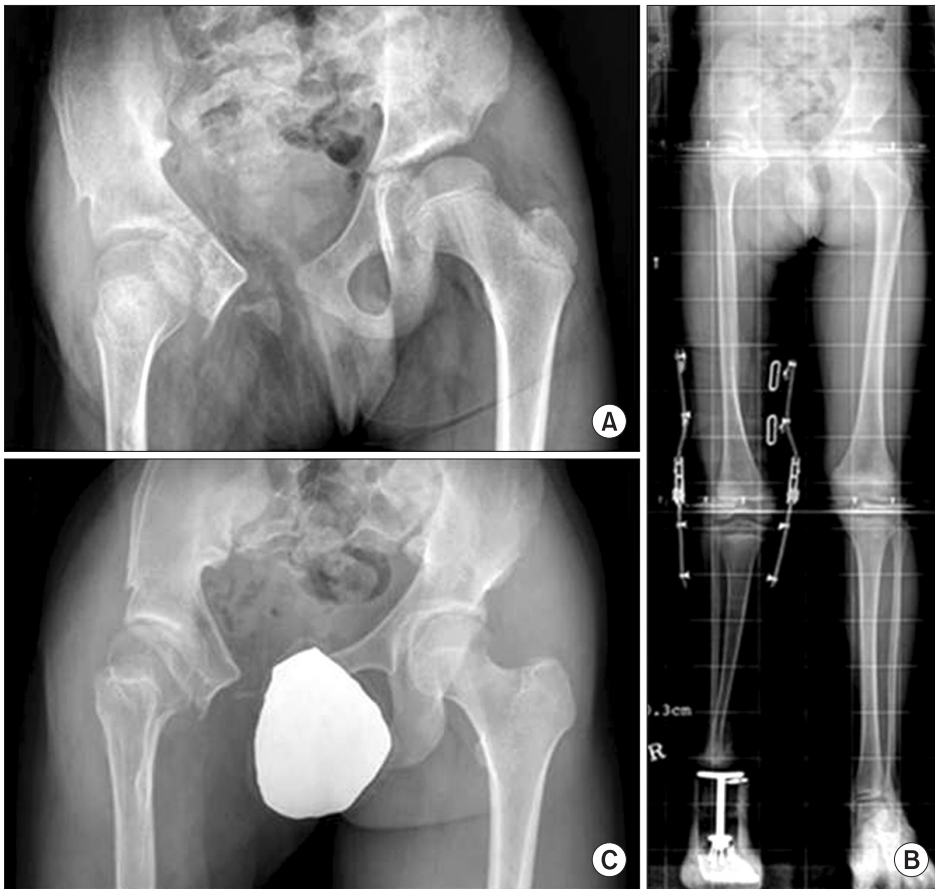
(A) Plain radiograph taken at 11 years of age shows good acetabular coverage and joint congruency in both hip joints. (B) The radiograph included both weight bearing whole lower limbs taken at 11 years of age. Extension-block knee brace and syme amputation prosthesis are shown. (C) The latest follow-up radiograph taken at 18 years of age.
